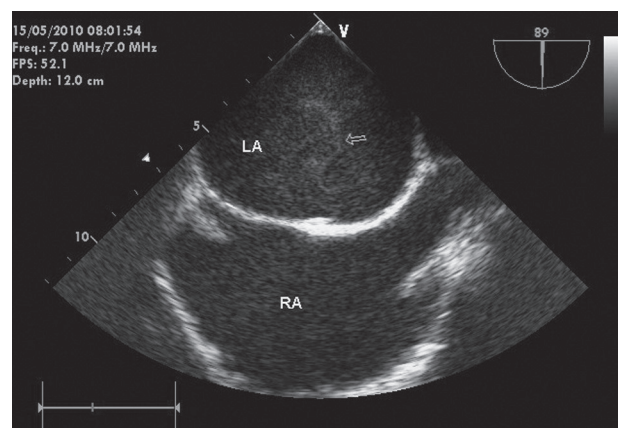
Чреспищеводная эхокардиограмма: LA – левое предсердие; RA – правое предсердие; ФСК 3–4-й степени – эхогенный рисунок в виде водоворота в полости левого предсердия (обозначен стрелкой)
